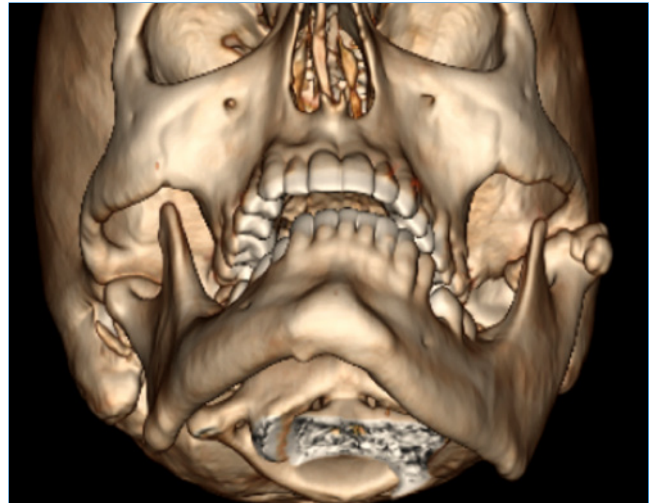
Tomografia Computadorizada com reconstrução 3D vista frontal, demonstrando lesão exofítica que se estende para lateral da cavidade glenoide.
